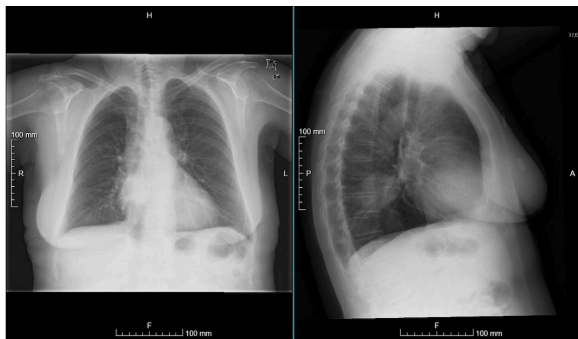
Radiografía de tórax AP y Lateral. Imagen nodular pulmonar en lóbulo inferior derecho visible en proyección lateral
